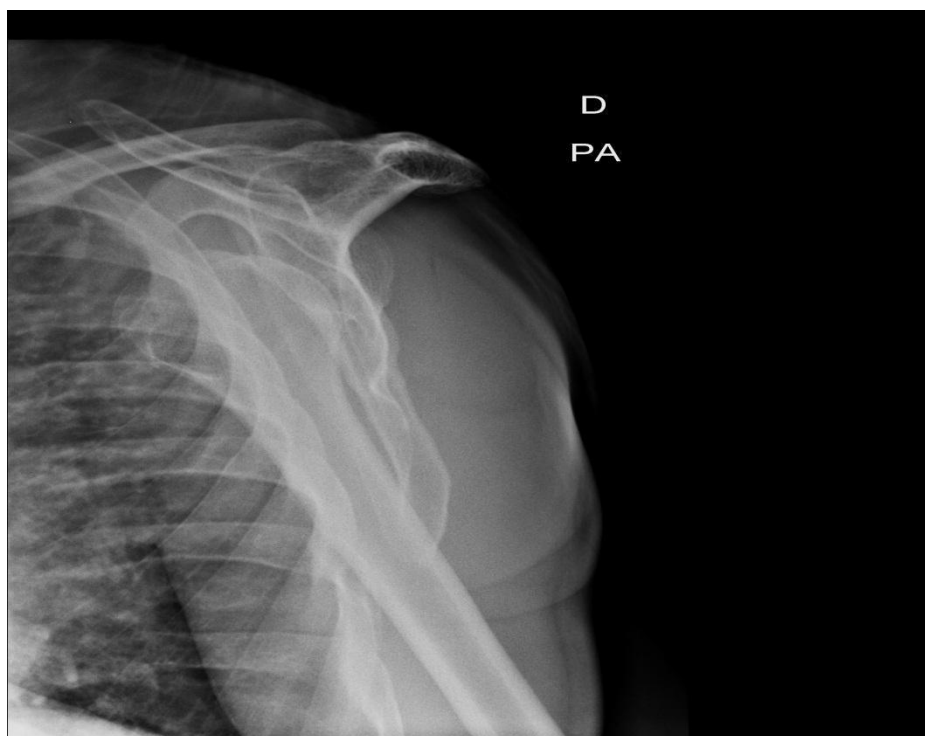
Radiografia transscapular do ombro direito, demonstrando luxação anterior do ombro.
